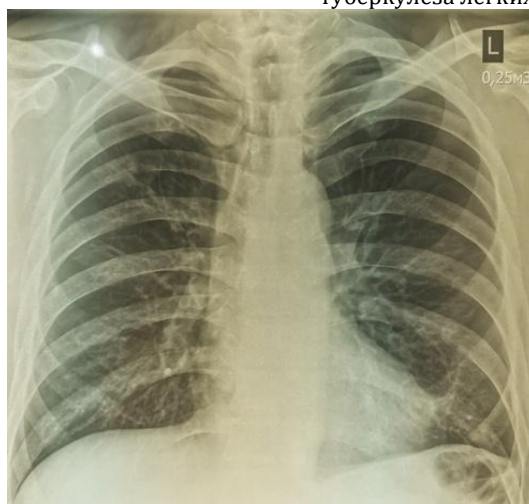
Обзорная рентгенография ОГК 14.11.2022 г.
